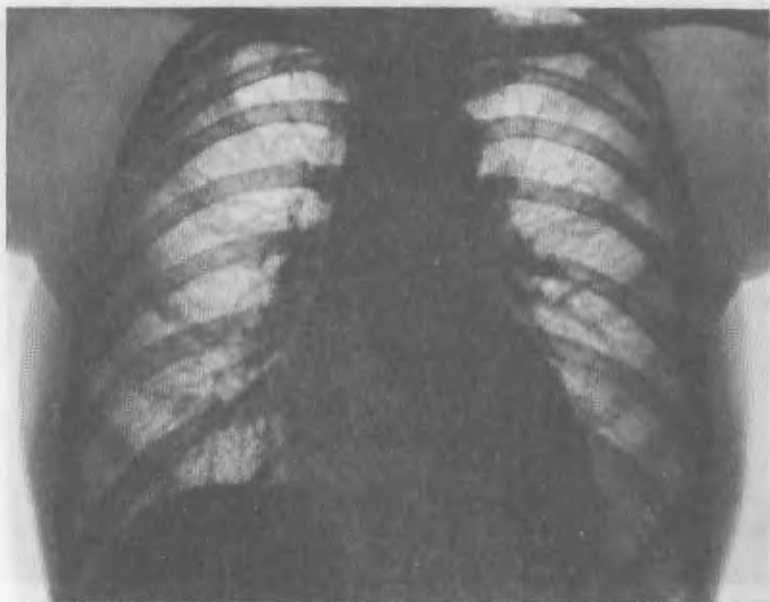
Рентгенограмма легких. Силикоз I стадии, S.
